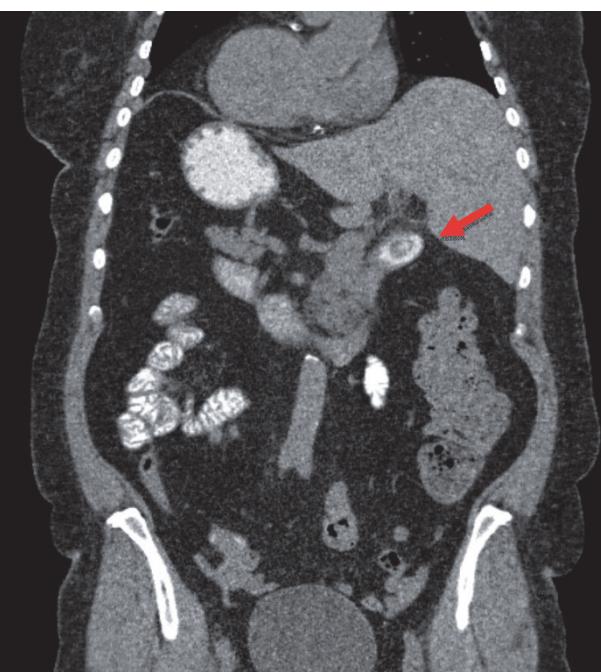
Компьютерная томограмма грудной клетки и брюшной полости, коронарный срез. КТ признаки транспозиции органов грудной клетки и брюшной полости, конкремента желчного пузыря
